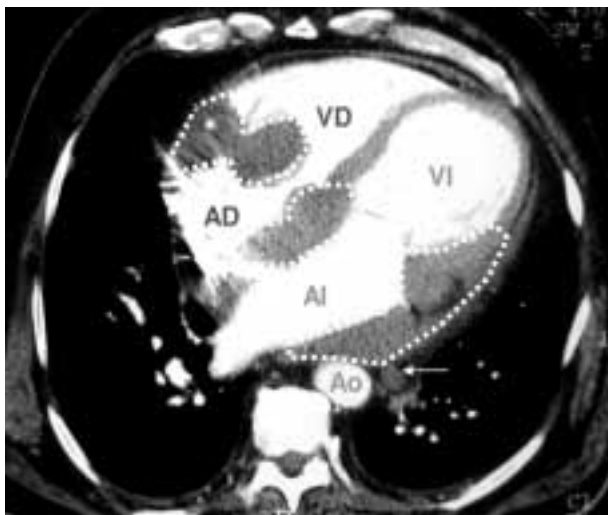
Imagen del TAC torácico. Se observan masas intracardíacas (líneas de puntos) a nivel de pared auricular derecha e izquierda así como en el septo interauricular. Adenopatía (flecha). AD: aurícula derecha. AI: aurícula izquierda. VD: ventrículo derecho. VI: ventrículo izquierdo. Ao: Aorta.
